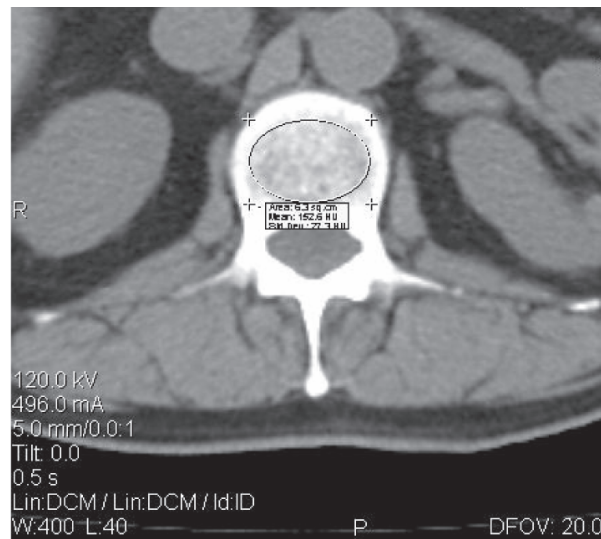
Комп'ютерна томографія хребця Th₁₂ (пряма проекція).
